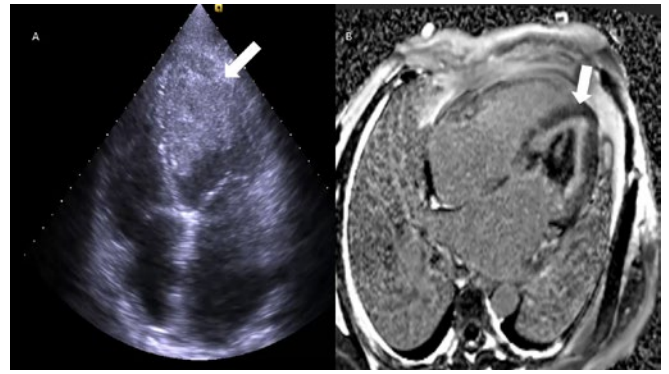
A. Vista apical 4 cámaras ecocardiograma donde se aprecia un gran trombo (flecha) de 53x39mm adherido a segmentos medios y distales del ventrículo izquierdo. B. Imagen en 4 cámaras en resonancia magnética donde se observa realce tardío subendocárdico del ventrículo izquierdo, consistente con fibrosis endomiocárdica (flecha), además del gran trombo previamente descrito.
